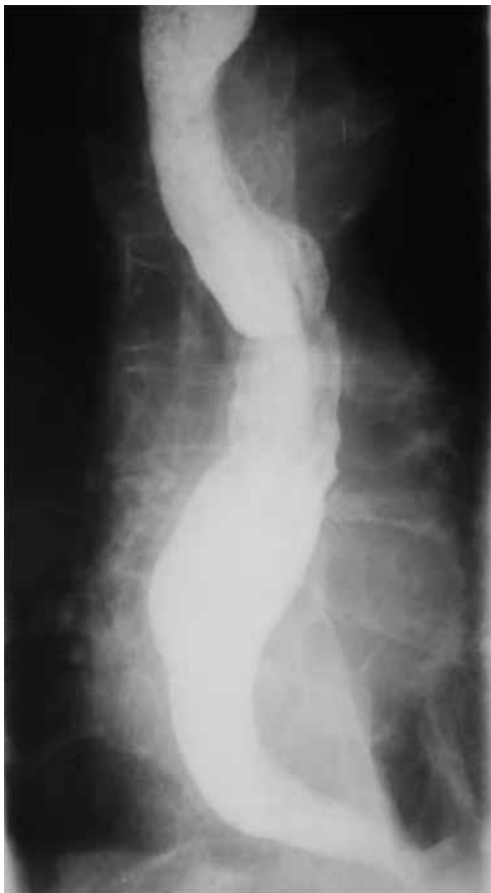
Ахалазия кардии III стадии. Рентгенограмма до операции: расширение и деформация пищевода
